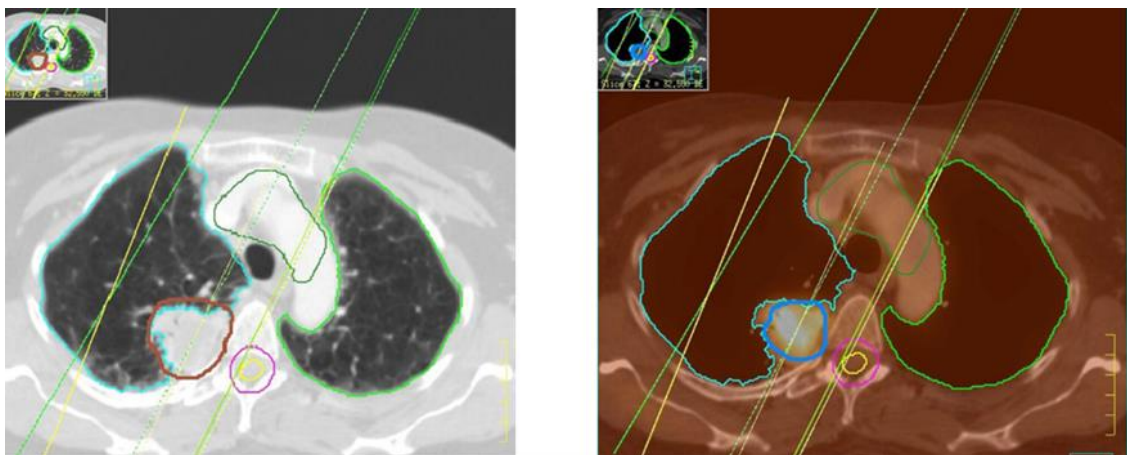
Eje transaxial. Delimitación del GTV-T en ventana mediastino en imágenes de Fusión PET-TAC (derecha) y ventana pulmón de la TAC (izquierda).
